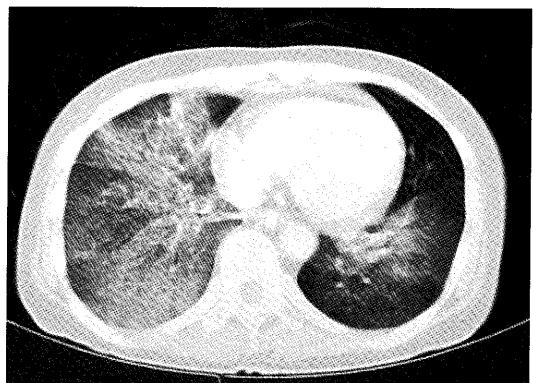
Chest CT (CE) just before therapy shows abnormal shadows in RML, RLL and LLL.
